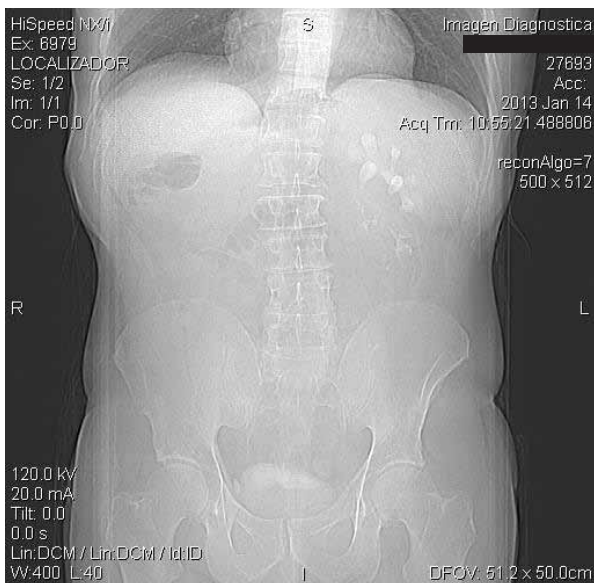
Tomografía computada (topograma) de abdomen y pelvis con contraste endovenoso. Corte coronal en fase de excreción. Riñón izquierdo horizontalizado.
